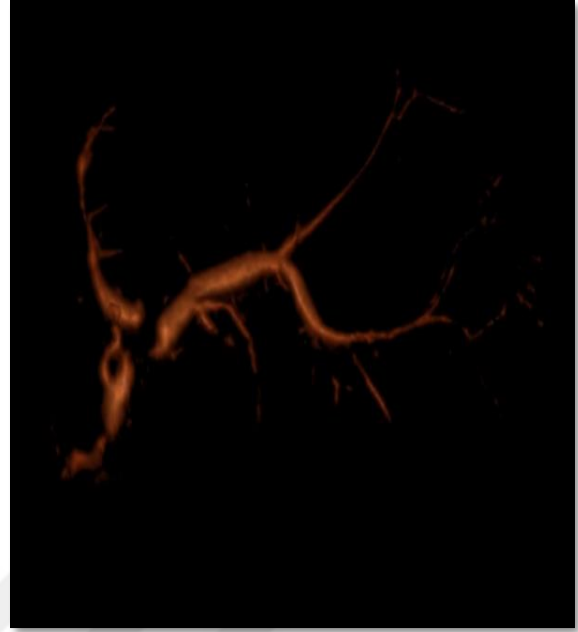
Kontrol kolanjiyografide kaçak izlenmemekte
